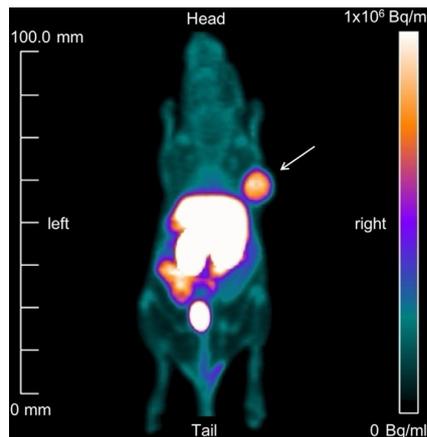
PET-Aufnahme eines humanen Tumors (Pfeil) mit ^{64}Cu -markiertem Fab-6A10.
